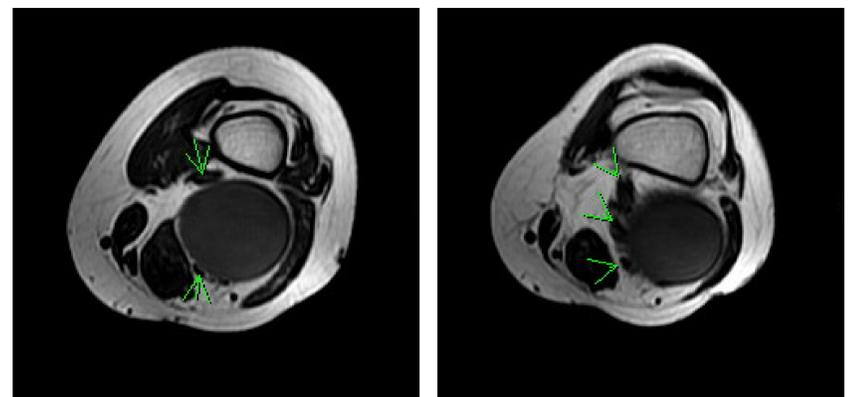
Cortes axiales de resonancia magnética nuclear.
